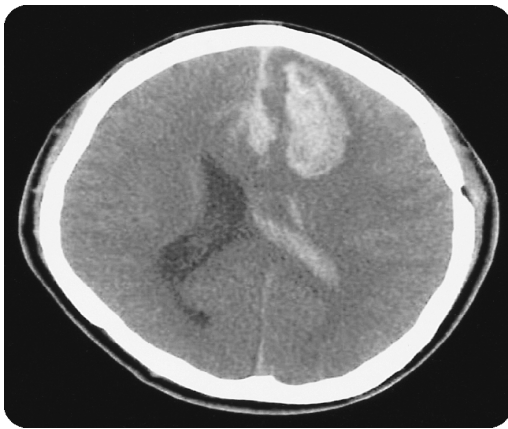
Follow-up CT scan taken 42 day after head trauma showed delayed intracerebral hemorrhage in the left frontal area and intraventricular hemorrhage in the lateral ventricle.
